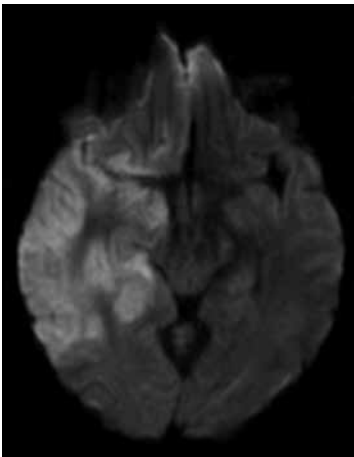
Imagem de ressonância magnética ponderada em difusão demonstrando lesão corticossubcortical temporal direita com efeito tumefativo, não respeitando territórios vasculares e com comprometimento das estruturas mesiais, favorecendo o diagnóstico de encefalite herpética.
